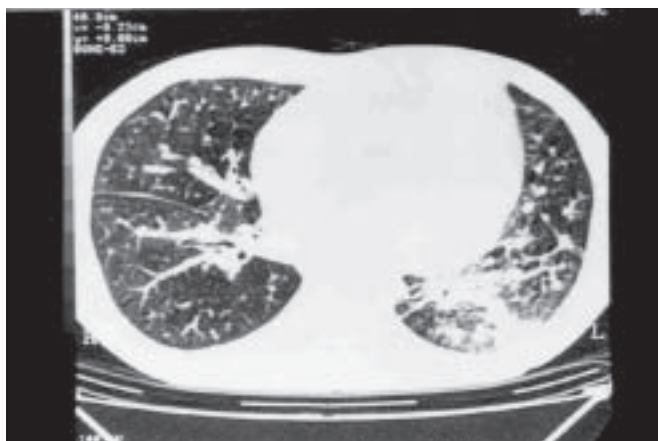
Tomografia computadorizada do segundo paciente. Aumento da área cardíaca e infiltrado pulmonar intersticial difuso retículo-nodular e áreas de condensação alveolar.
